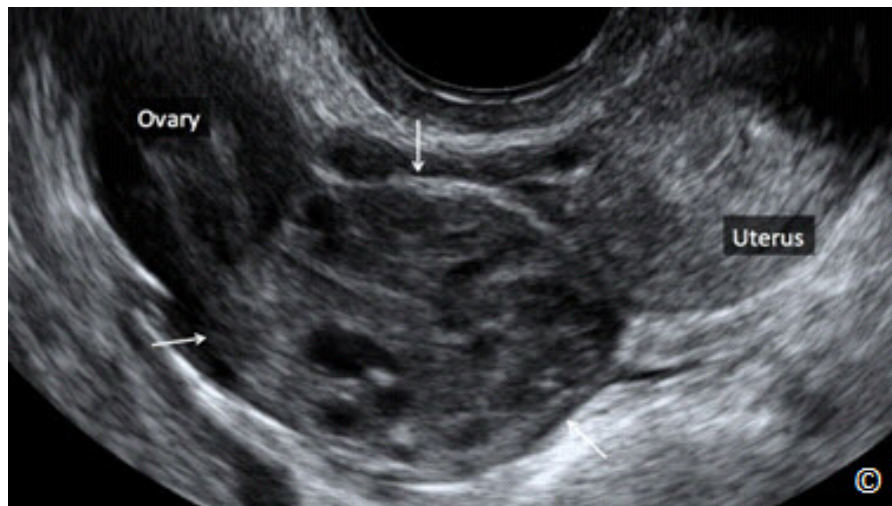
Ecografía transvaginal que muestra un embarazo ectópico crónico (flechas, confirmado en patología) en una mujer que se presentó con dolor pélvico crónico. Los niveles de HCG fueron 22 UI / ml. Se observa el ovario por separado (rotulado). El útero (rotulado) se ve adyacente a la ectópico crónico.
